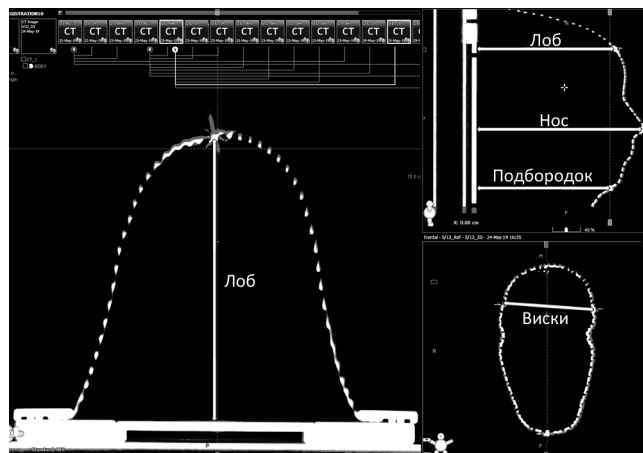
Совмещение КТ-исследований маски с тонкой рамкой и равномерной перфорацией, выполненных с разницей в 48 ч. Стрелками показаны точки, контролируемые в эксперименте
